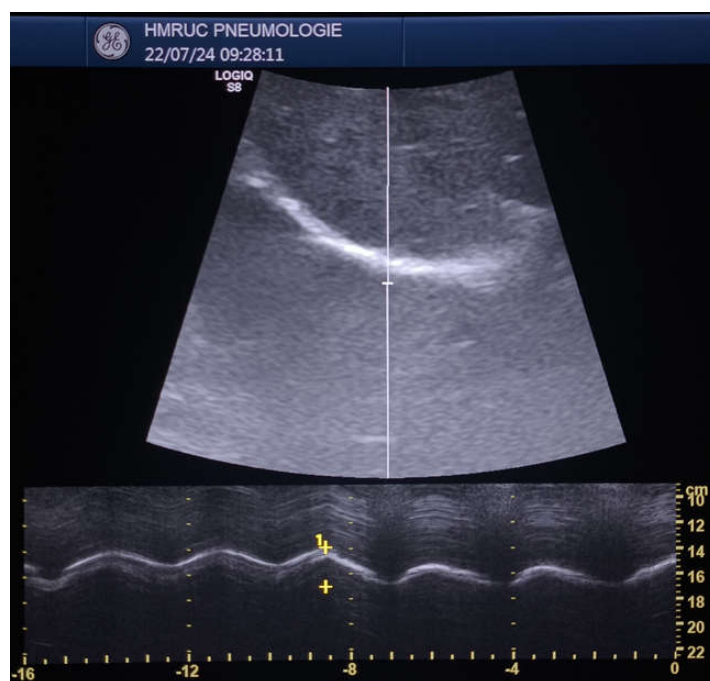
Évaluation échographique de la mobilité diaphragmatique en mode B et M.
